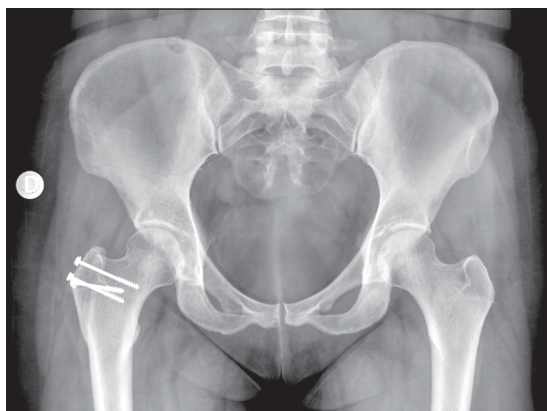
Radiografías de control. (A) A los tres meses se observa consolidación de la osteotomía. (B) Al último seguimiento, después del retiro de los tornillos, sin cambios degenerativos ni signos de necrosis.
